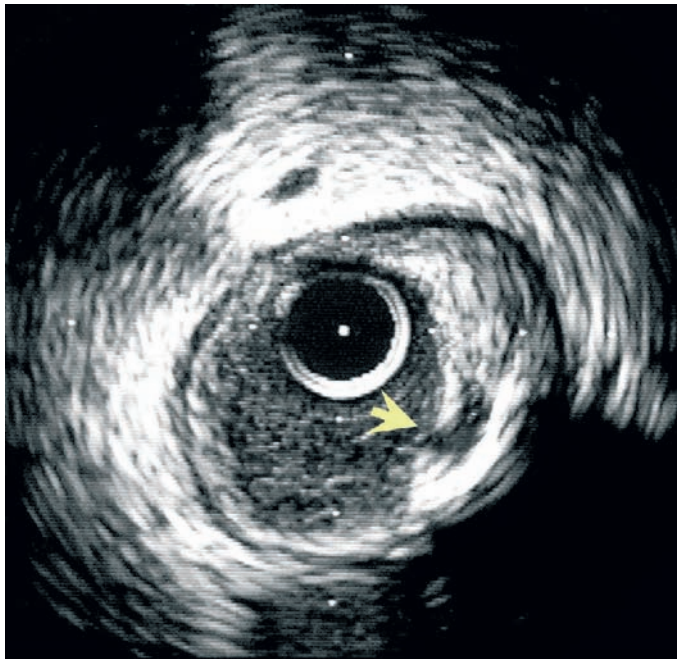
Ecografía intravascular de arteria Coronaria Descendente Anterior, después de un síndrome coronario agudo. La flecha muestra una úlcera en una placa aterosclerótica excéntrica, responsable del evento.
